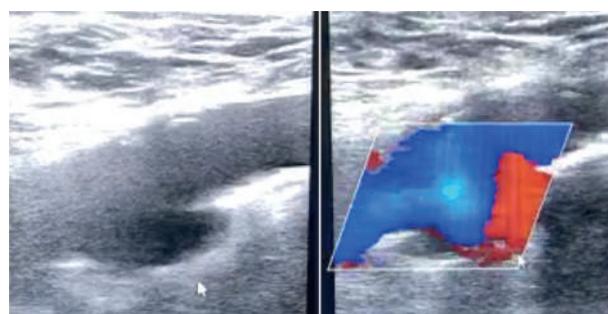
Ecografía Doppler sobre arteria femoral donde se observa un pseudoaneurisma de la pared posterior. Vemos su morfología en el modo 2D y el flujo turbulento en el Doppler color con el signo del “yin-yang”.
